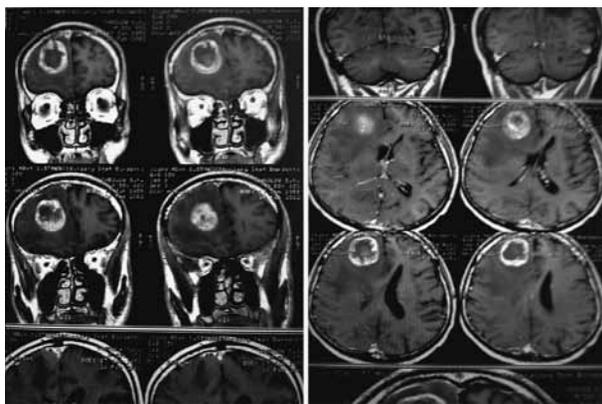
МРТ головного мозга в Т1-режиме с контрастным усилением, фронтальная проекция, до первой операции. Метастатическая опухоль в правой лобной области головного мозга, размерами 34x34x36 мм, накапливающая контраст, преимущественно по периферии, окруженная зоной перифокального отека
